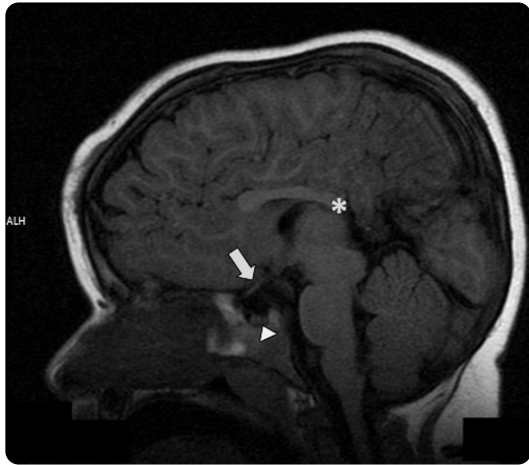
Paciente masculino de 3 años de edad con diagnóstico de trastorno psicomotor. RM sagital T1 FLAIR: se observa disgenesia de cuerpo calloso (\*), hipoplasia de nervio óptico (flecha) e hipoplasia hipofisaria (punta de flecha). Señal hiperintensa de neurohipófisis presente.
